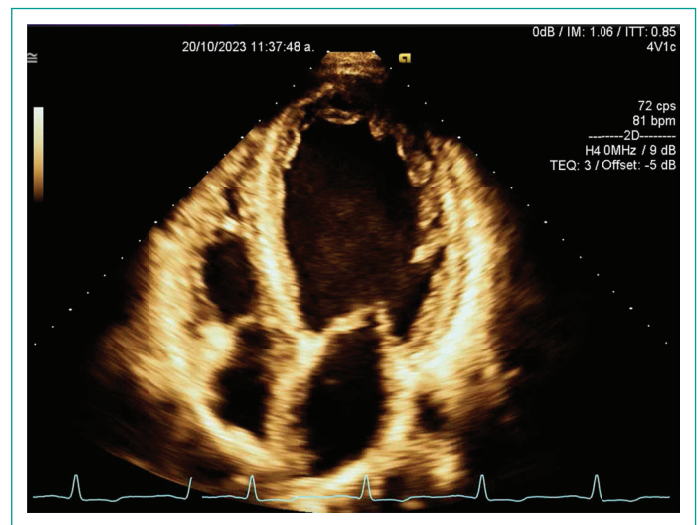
Eje apical 4 cámaras, trabeculación importante de VI y VD.
